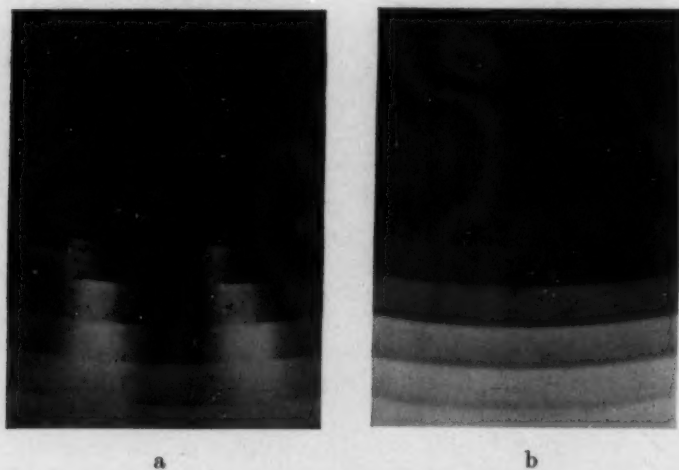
Durch Belichtung unter dem Röntgenscheinerrad erhaltene Sensitometerstreifen. a = Auftreten des stroboskopischen Effektes. b = Ausschaltung des stroboskopischen Effektes.
